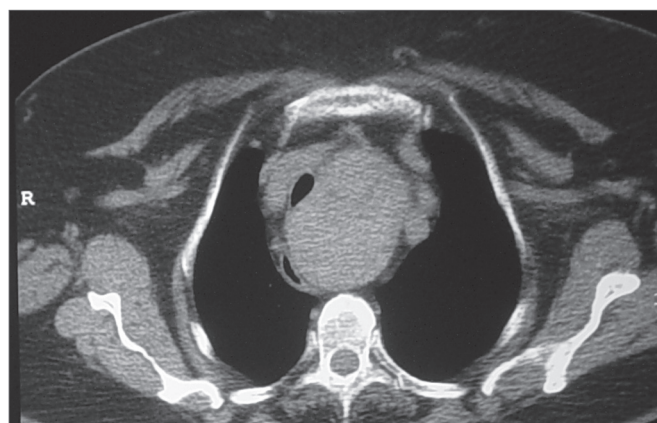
Tomografia mostrando bócio deslocando as estruturas mediastinais.
